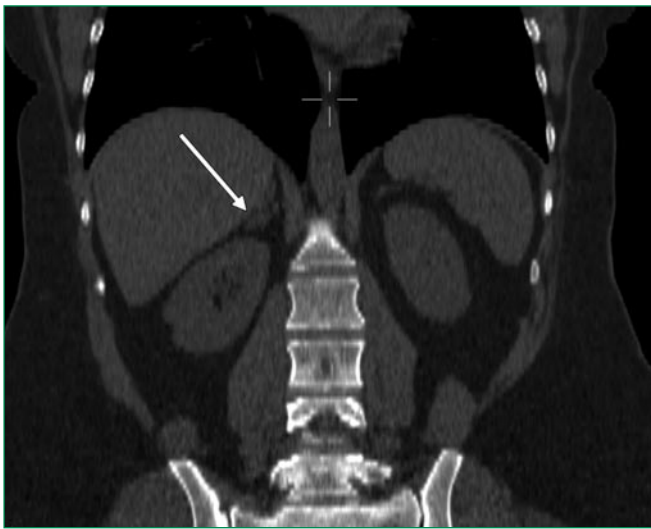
Multispiral computed tomography of the retroperitoneal space with intravenous contrast enhancement in patient D., 44 years old (coronal projection). The arrow indicates the formation of the right adrenal gland
